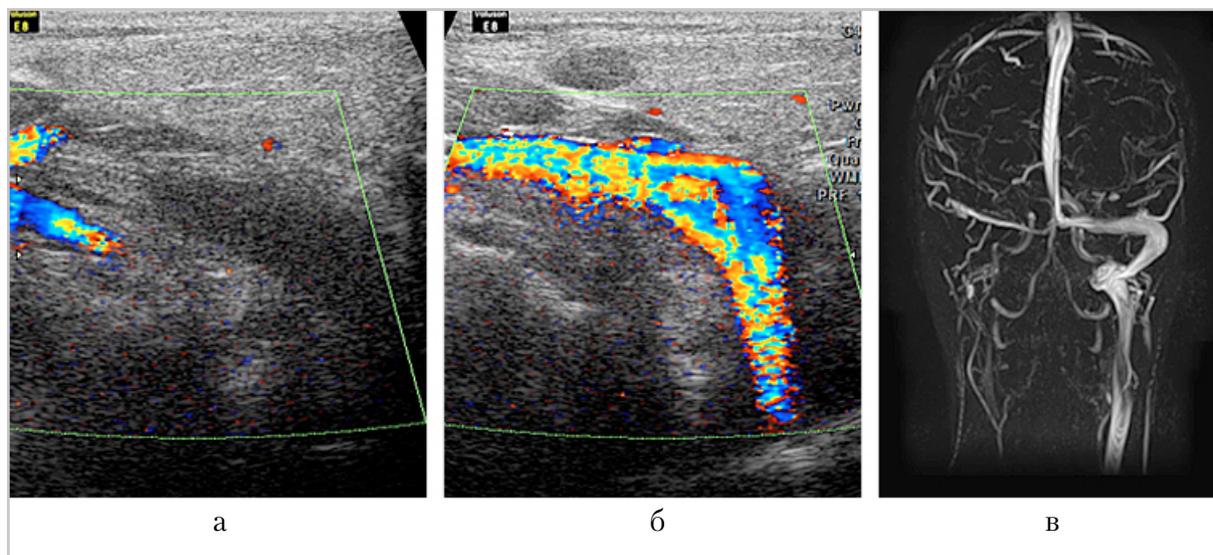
Лучевые исследования головы и шеи девочки Р.: а – УЗИ, цветное доплеровское сканирование, исследование в режиме двух полей: тромбоз внутренней ЯВ справа; б – МРТ: T2-ВИ – отек слизистой оболочки клеток решетчатого лабиринта и придаточных пазух носа – синусопатия (стрелка); в – МР-венография: тромбоз поперечного синуса и ЯВ справа
